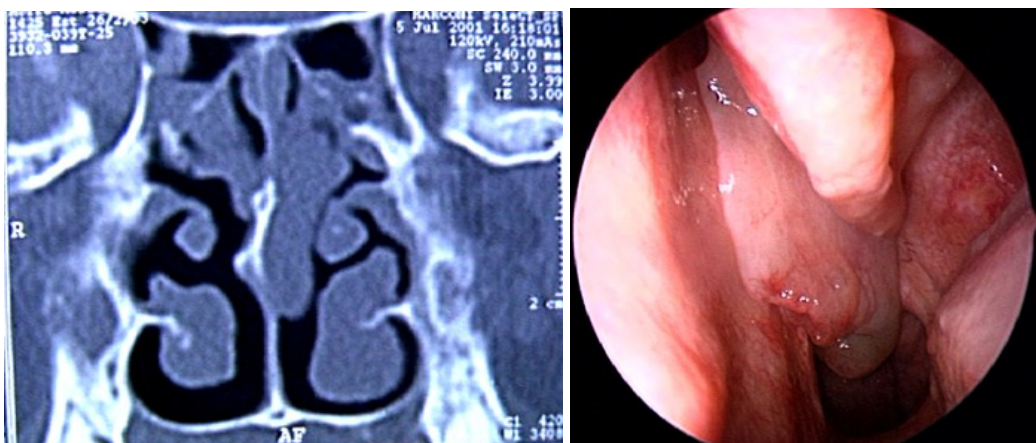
Poliposi isolata. TC coronale e rilievo endoscopico (polipo meato medio).
